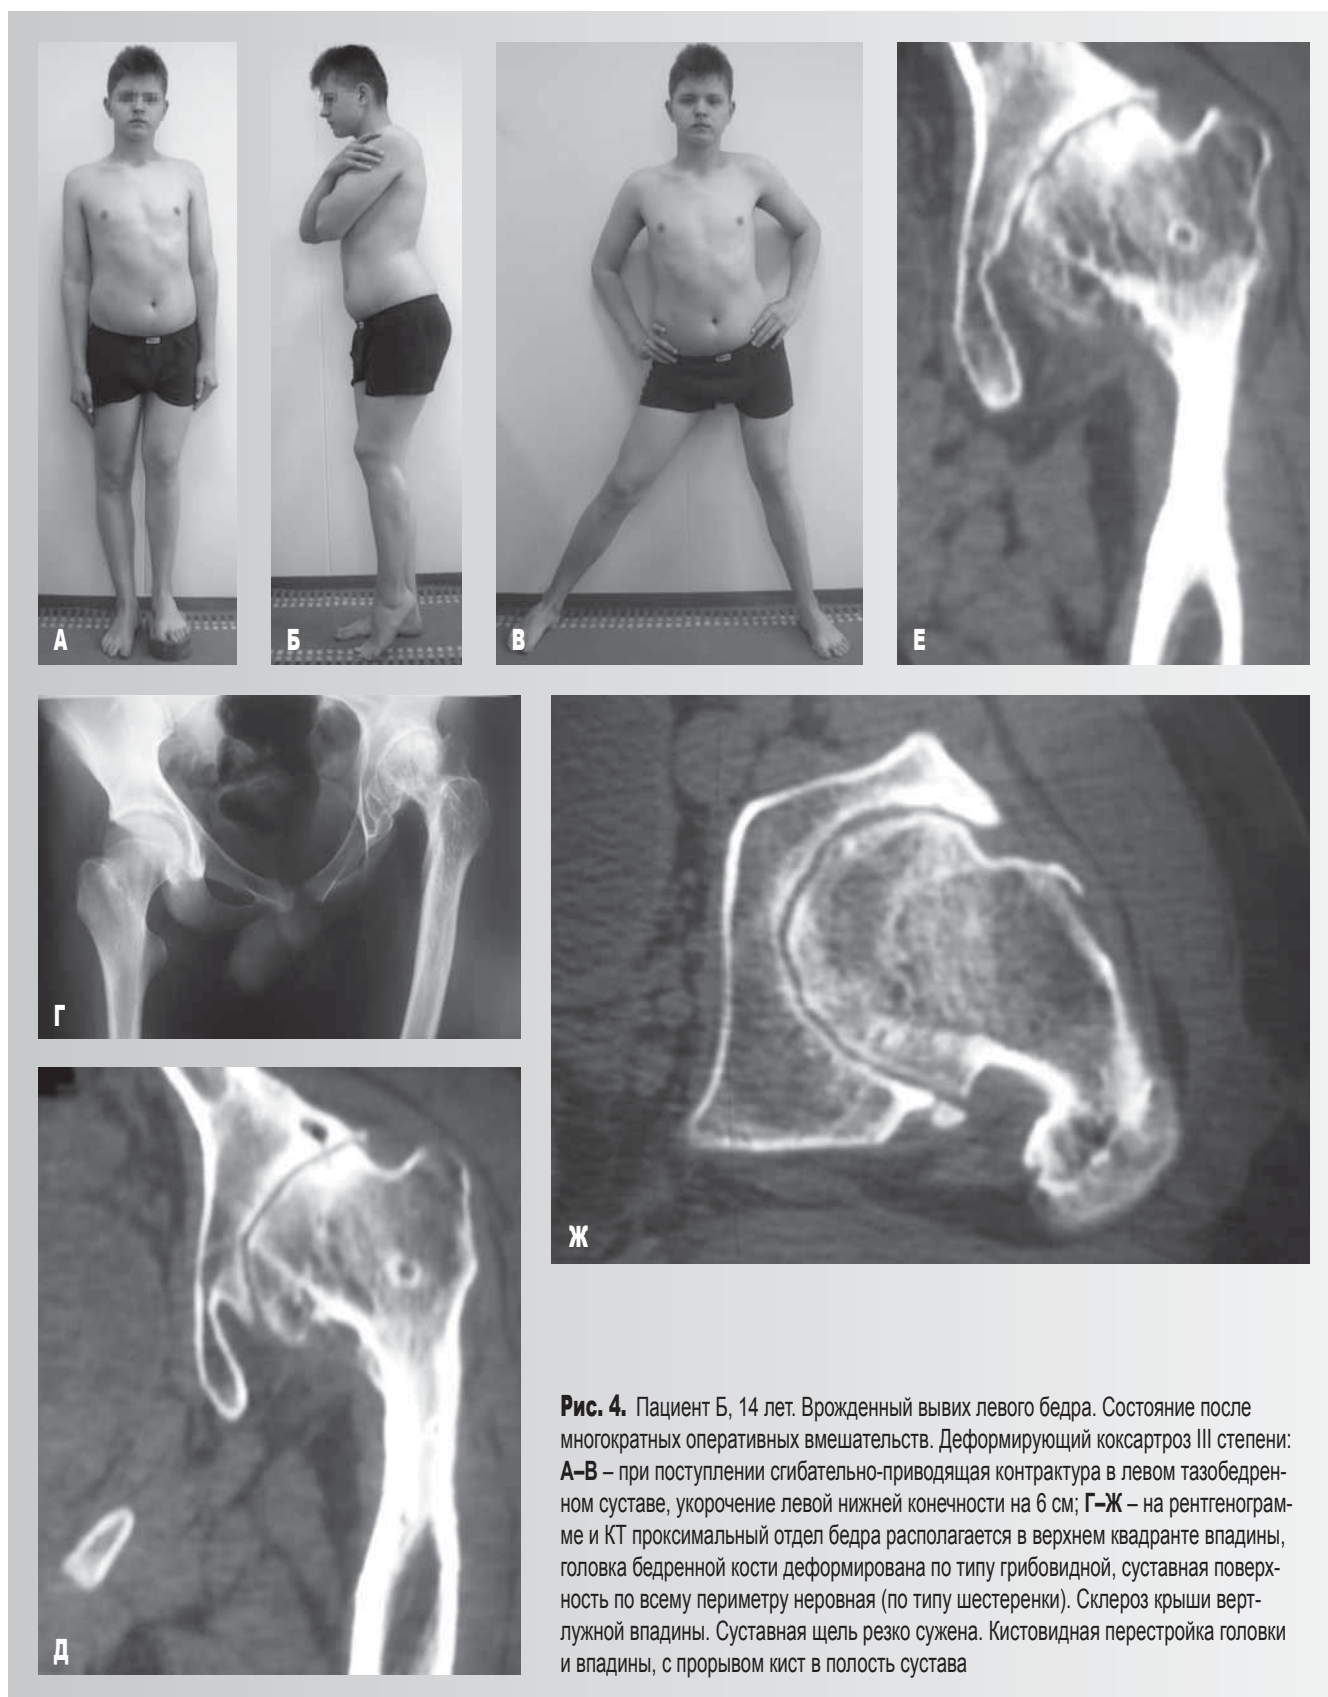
Пациент Б, 14 лет. Врожденный вывих левого бедра. Состояние после многократных оперативных вмешательств. Деформирующий коксартроз III степени: А–В – при поступлении сгибательно-приводящая контрактура в левом тазобедренном суставе, укорочение левой нижней конечности на 6 см; Г–Ж – на рентгенограмме и КТ проксимальный отдел бедра располагается в верхнем квадранте впадины, головка бедренной кости деформирована по типу грибовидной, суставная поверхность по всему периметру неровная (по типу шестеренки). Склероз крыши вертлужной впадины. Суставная щель резко сужена. Кистовидная перестройка головки и впадины, с прорывом кист в полость сустава
